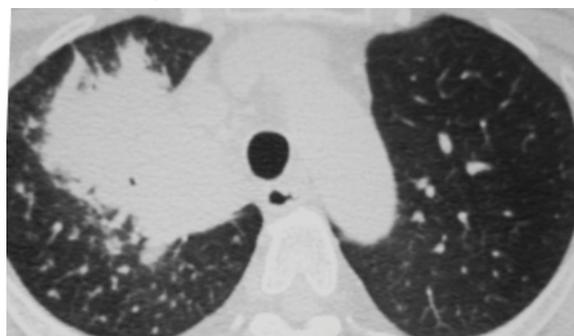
Компьютерная томограмма больной А. от 16.12.2011 г.
